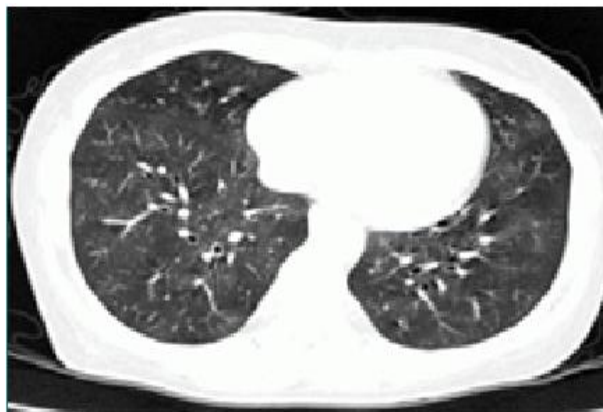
Утолщение стенки и деформация просвета проксимальных бронхов, бронхоэктазы, центрилобулярные очаги с лучевым симптомом – "мозаичной перфузии"; больной 45 лет с констриктивным бронхиолитом на фоне РА
